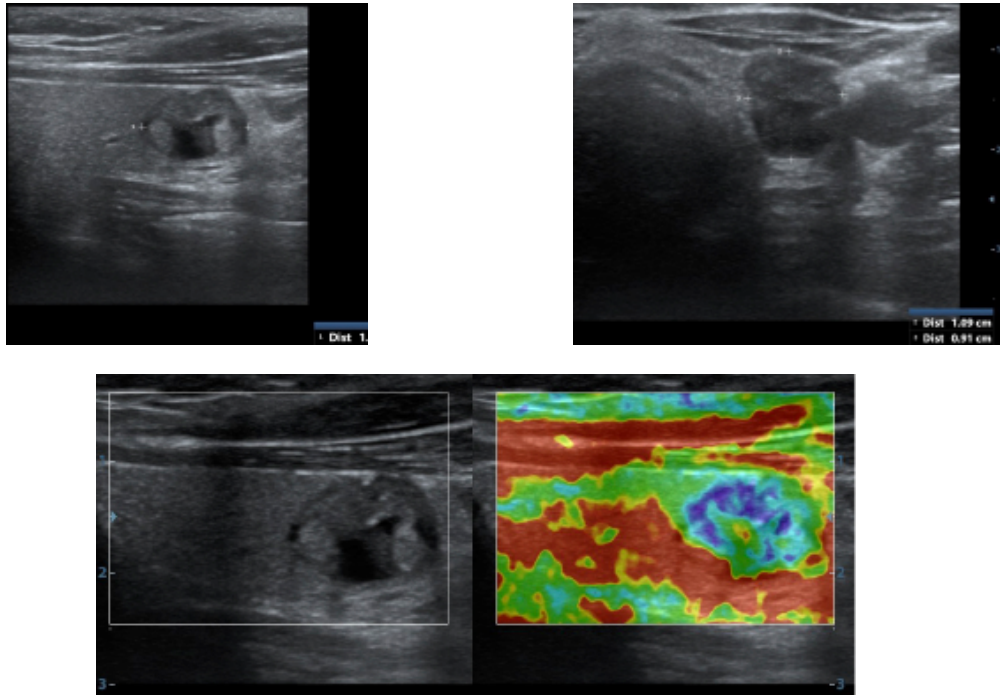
УЗИ ЩЖ (В-режим и соноэластография): узел левой доли через 12 лет после ИЛФ (исходный размер 25x20x20 мм). Неоднородность структуры узла. При соноэластографии показатели эластичности узла соответствуют более жесткой структуре узла, чем остальной ткани ЩЖ.
